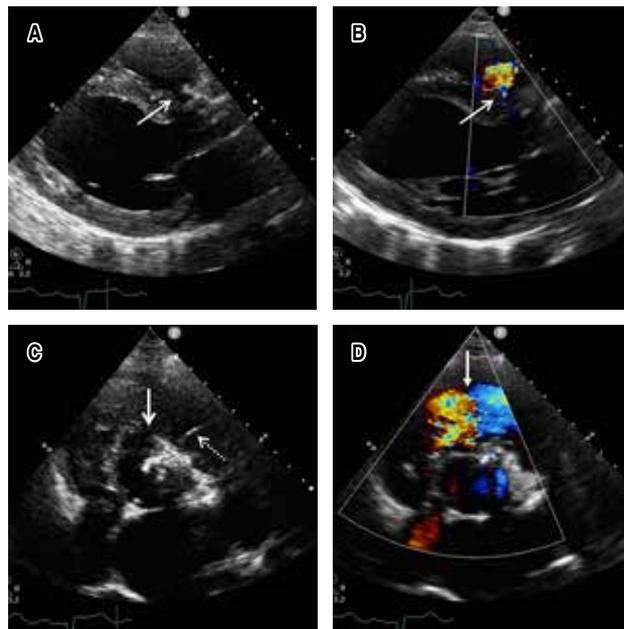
A) Eje largo paraesternal con evidencia de defecto en septum interventricular de tipo perimembranoso (flecha blanca), (B) con flujo de izquierda-derecha a la aplicación de Doppler color. C) Eje corto paraesternal a nivel válvula aórtica, con calcificación severa, que muestra aneurisma del seno de Valsalva derecho con extensión a ventrículo derecho (la válvula pulmonar señalada con la flecha discontinua). D) Al aplicar Doppler color, se aprecia el cortocircuito en la discontinuidad de la pared aneurismática hacia VD.
